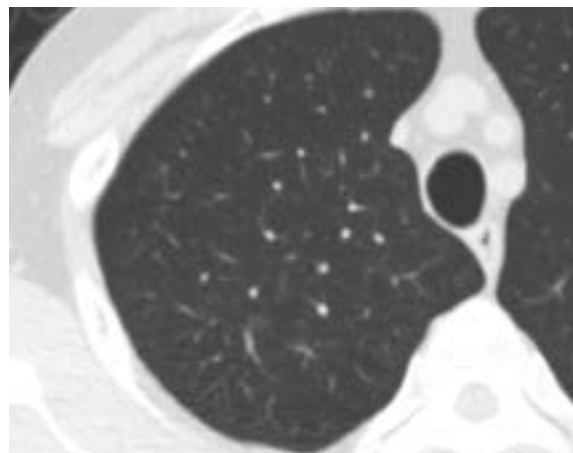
Imagen de tórax por tomografía computarizada usando una dosis baja de radiación
